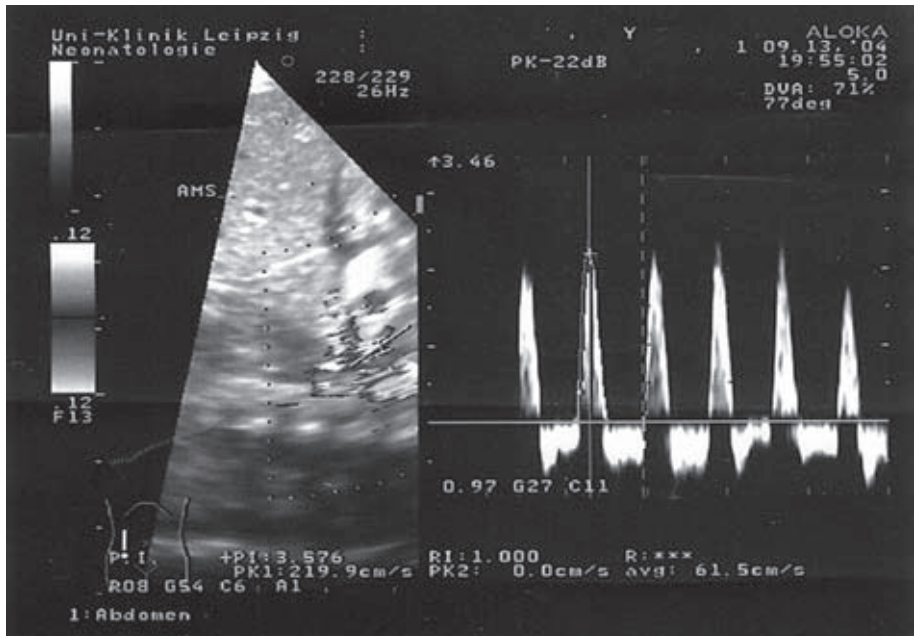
Dopplersonographische Darstellung der gestörten mesenterialen Perfusion (aus Robel-Tillig et al. [14]).
